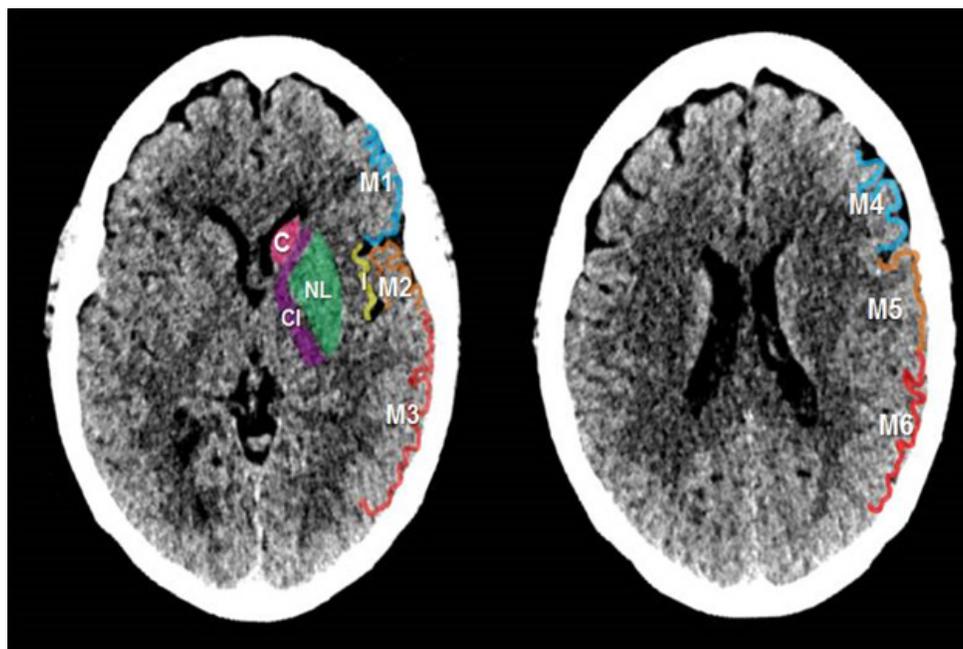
Puntuación ASPECTS en tomografía simple de cráneo de alto contraste (W35:L35). El territorio de la arteria cerebral media se divide en 10 regiones distribuidas en un corte ganglionar (izquierda) y supraganglionar (derecha). Se resta 1 punto por cada región en la que se observen cambios isquémicos tempranos. Un ASPECTS = 10 puntos corresponde a una TC normal, mientras que ASPECTS = 0 puntos corresponde a isquemia cerebral difusa. C = núcleo caudado; CI = cápsula interna; NL = núcleo lenticular; I = ínsula, M1 – M6 territorios corticales de la arteria cerebral media.
